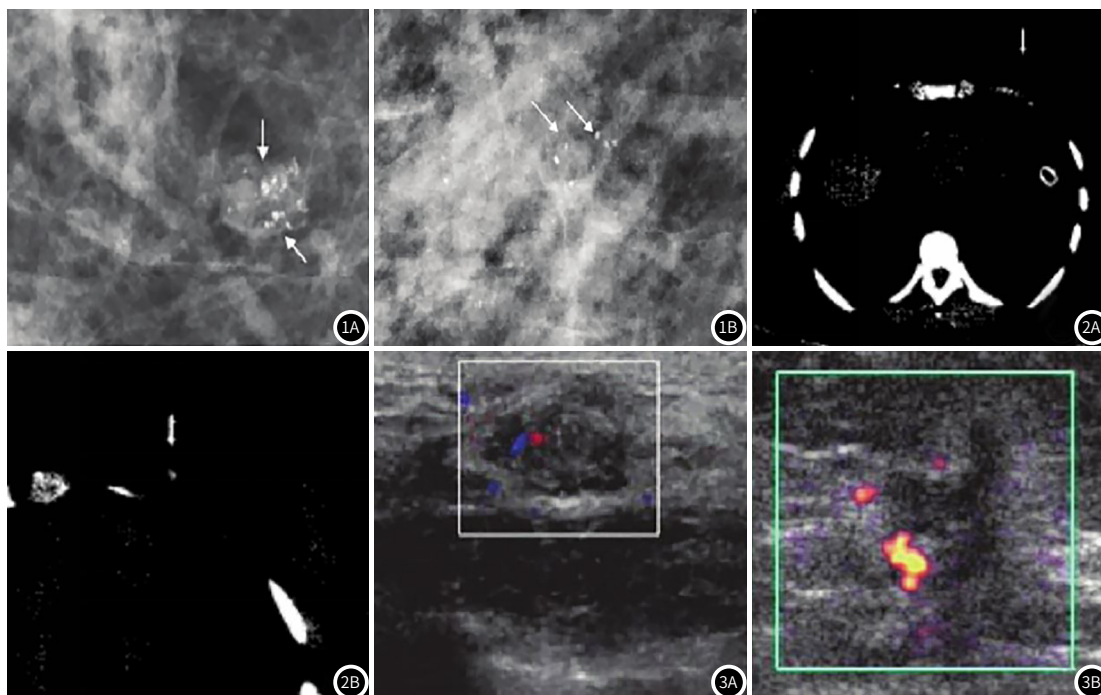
X线钼靶乳腺癌图。图1A: 肿物边缘不规则, 伴有毛刺征; 图1B: 出现颗粒状钙化。图2 CT乳腺癌图。图2A: 肿物表现为高信号; 图2B: 左乳腺浸润性导管癌征象。图3 超声乳腺癌图。图3A: 肿物周围及内部出现点状信号, 血流信号为短棒状; 图3B: 肿物周围见点状迂回血流信号。
